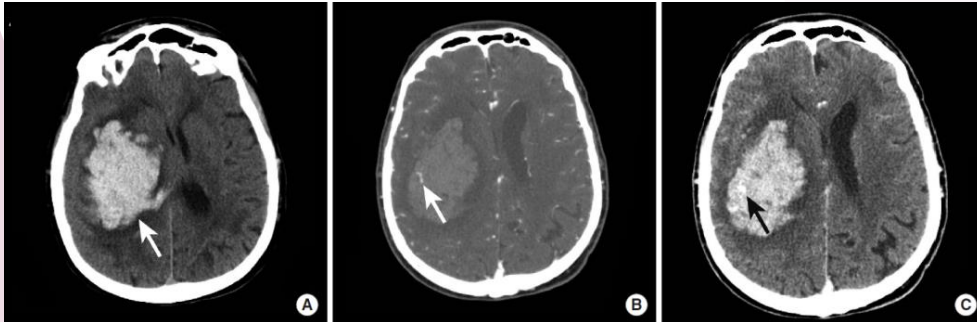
Right basal ganglia hematoma (a) with spot sign in CTA (b) and contrast-enhanced CT (c) ¹⁴
